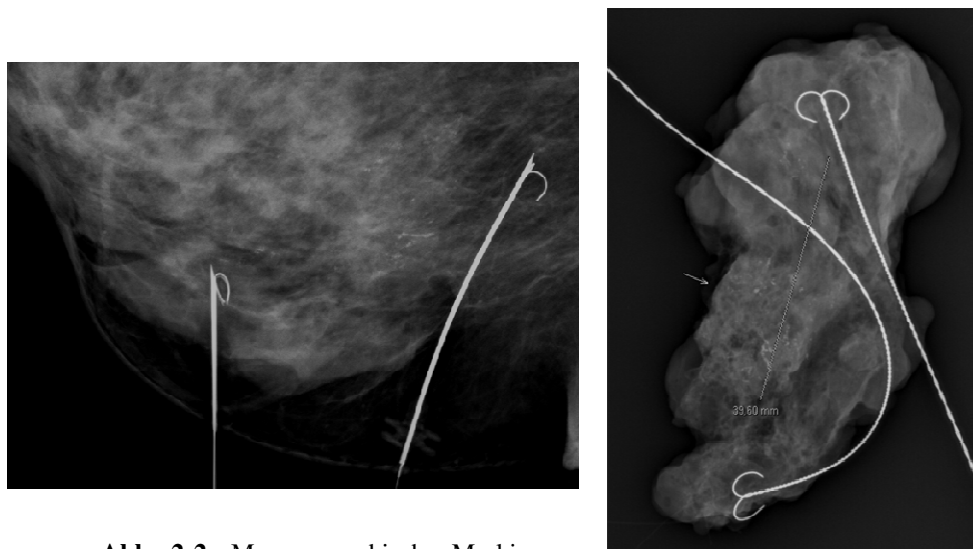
Mammographische Markierung des segmentalen Mikrokalkareals sowie die dazugehörige Präparatradiographie. Der Pfeil kennzeichnet den geringsten Abstand des Kalkes vom Resektionsrand
